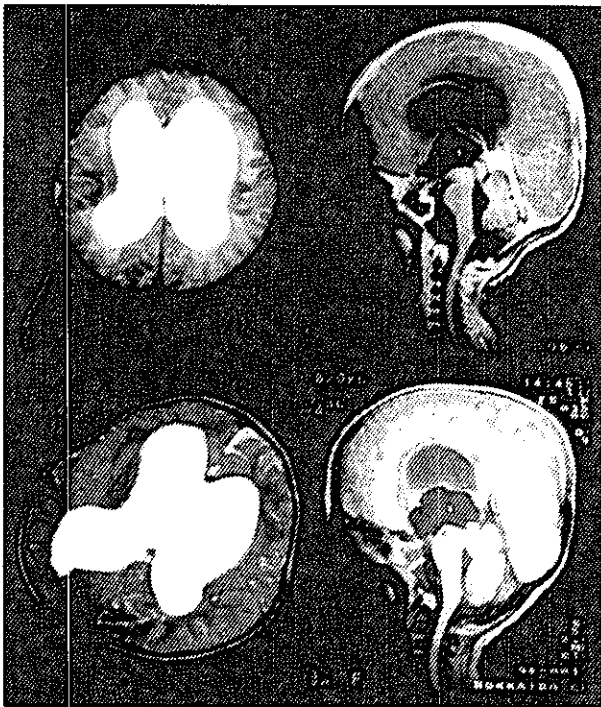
Group IIIのEndo後MRI所見
